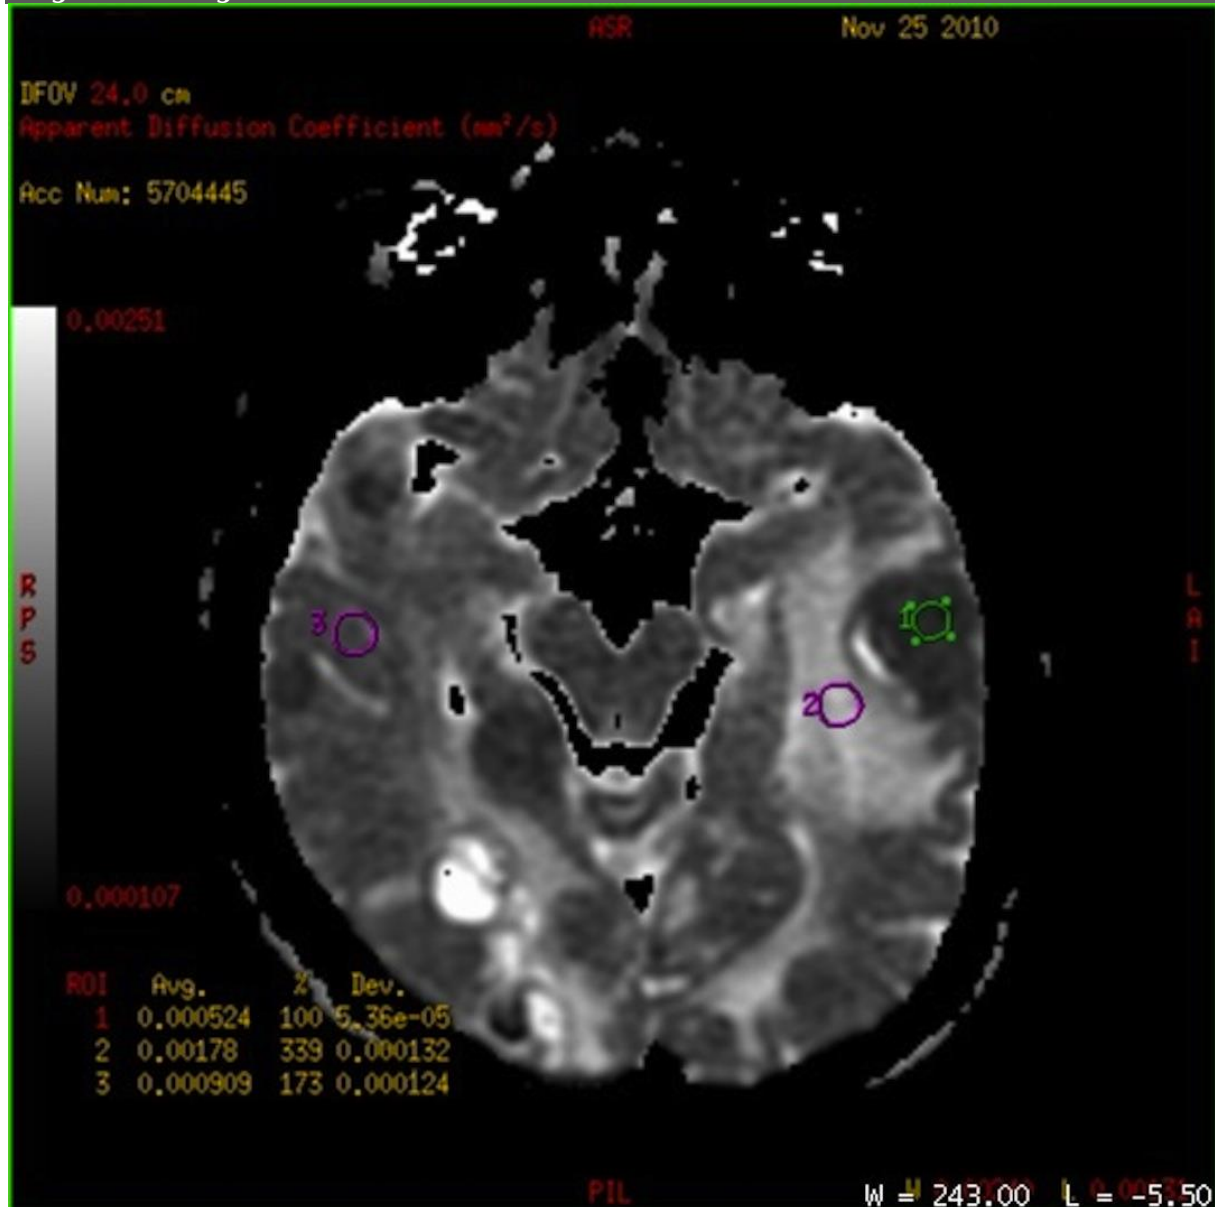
A. KHAK tanılı hastada sol temporaldeki tek metastaza ait Difüzyon ağırlıklı aksiyel MRG'de lezyon hiperintens olduğu izlenmekte.
